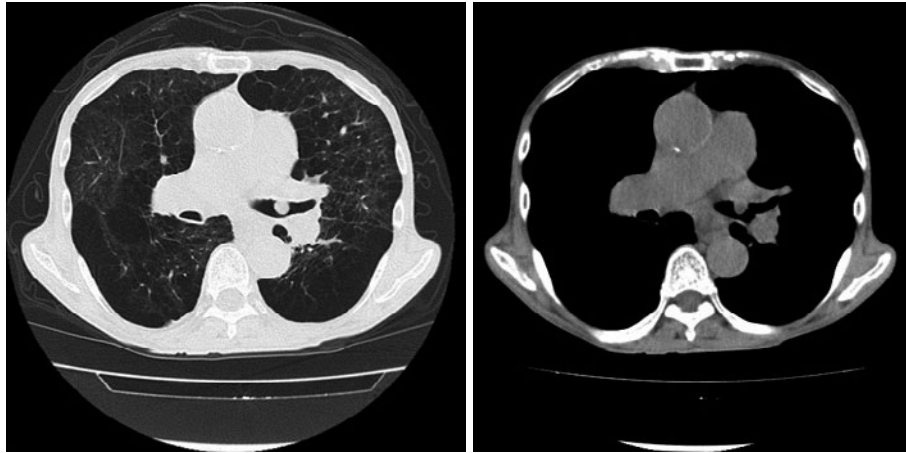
来院時胸部CT. 肺野条件では両側で著明な気腫状変化を認め、左主気管支内に直径10 mmの境界明瞭な腫瘤影を認める. 縦隔条件では腫瘤影は低吸収で均一であり、内部に骨成分と考えられる高吸収域は認められなかった.
